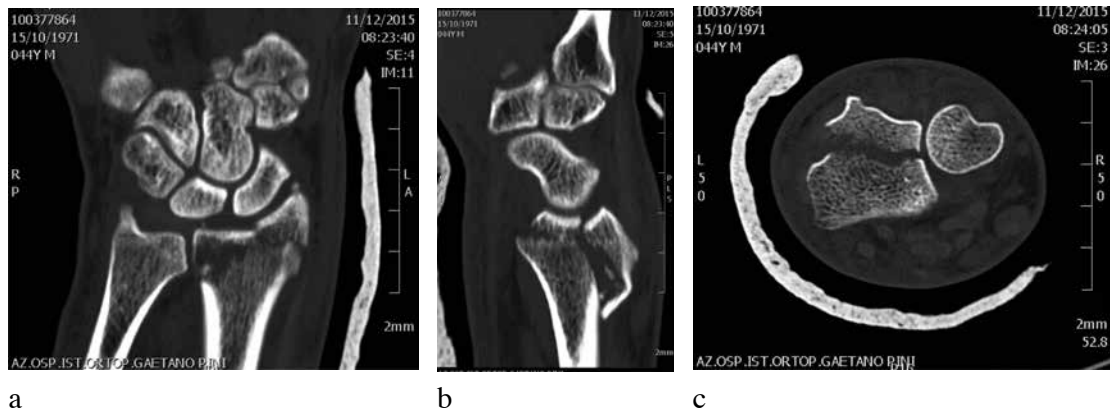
a, b, c. Frattura marginale del radio distale in paziente di 45 anni. TAC pre-operatoria.
